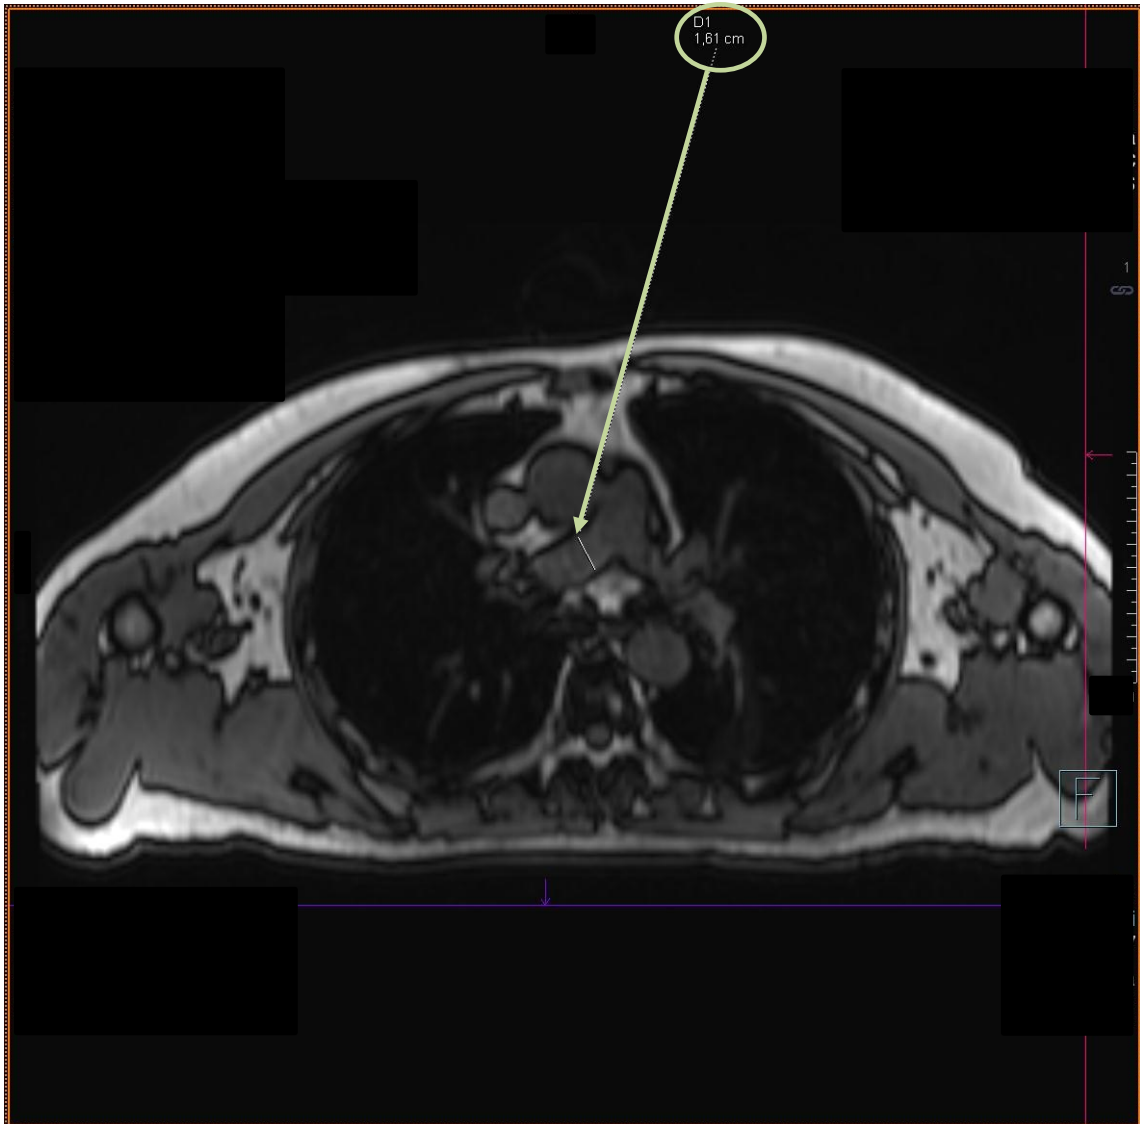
Magnetresonanztomographische Aufnahme der A. pulmonalis dextra. Die Gefäße wurden mit Hilfe der Befundungssoftware Syngo.via analysiert und ausgemessen. Die A. pulmonalis dextra (grün markiert) wurde an ihrer breitesten Stelle, distal der Bifurkation, gemessen. Das Messergebnis (1,61 cm) ist grün umrandet.
